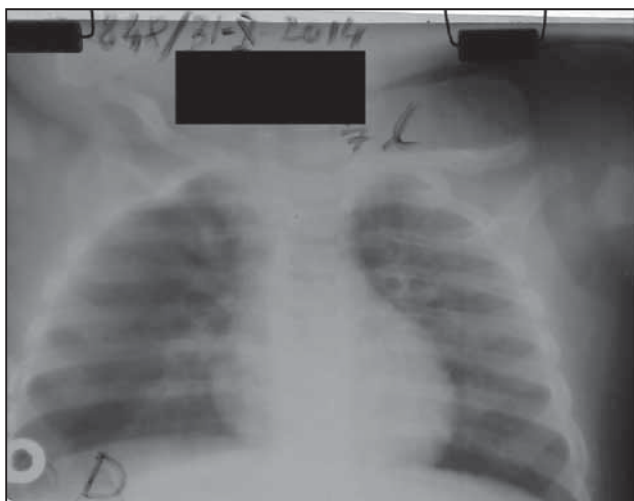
Radiografie pulmonară a pacientului nr. 1 ce relevă opacitate difuză parahilar drept
